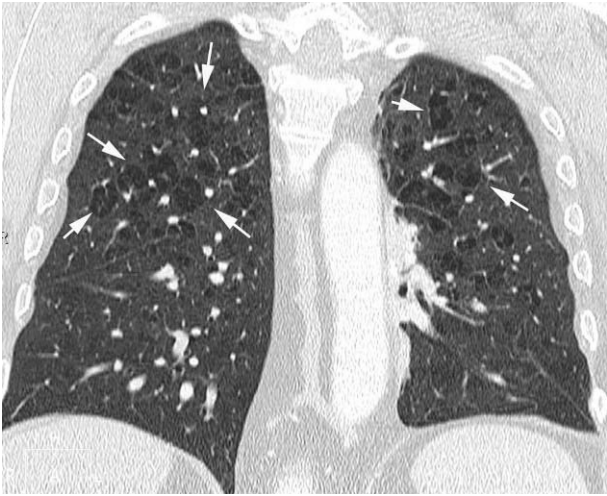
Enfisema centracinar en un paciente de 56 años. La reconstrucción coronal a partir de un estudio de tomografía computarizada helicoidal dotada con múltiples coronas de detectores muestra múltiples áreas radiolucientes que corresponden a zonas de enfisema centracinar (flechas) en ambos lóbulos superiores.
